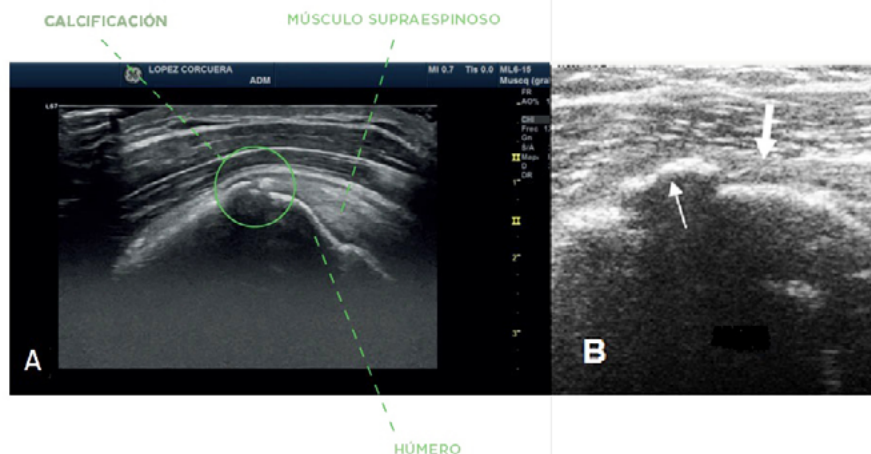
Ecografía Hombro izquierdo: a) vista longitudinal, b) vista coronal
